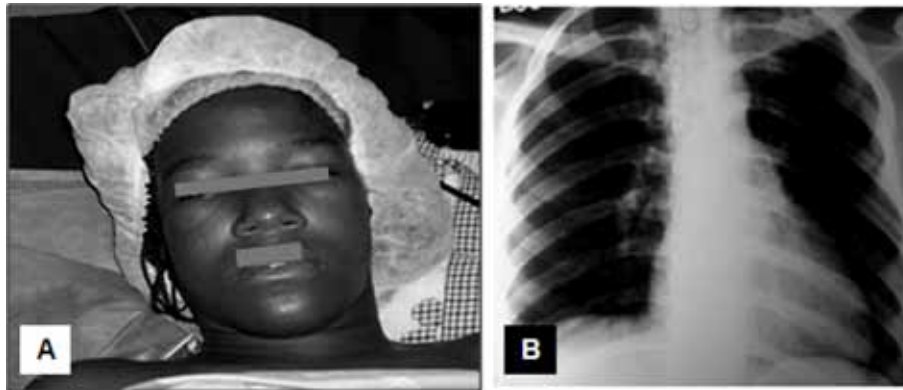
A. Aspecto del edema bipalpebral en la cara de la paciente. Síndrome endógeno, (Talice, 1944i). B. Radiografía de tórax que sugiere una dilatación del ventrículo izquierdo (VI). Fotografías: Cortesía Dr. Raúl Espinosa Mejía.
